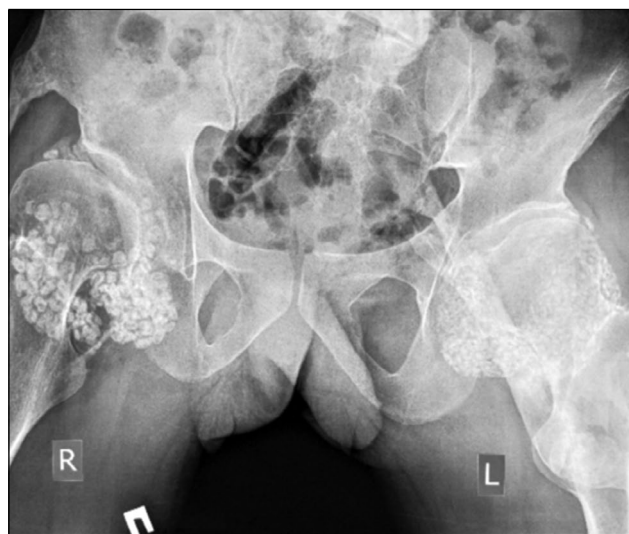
Radiography of hip joints: marked synovial chondromatosis of both hip joints, heterotopic ossificates in the pelvis and hip joints.
